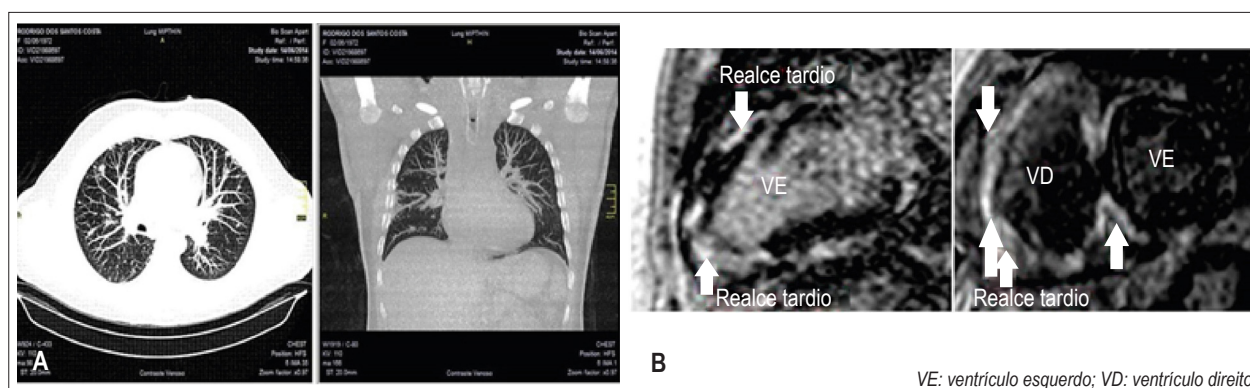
(A) Tomografia computadorizada de tórax mostrando múltiplos linfonodos, nódulos perilinfáticos e mediastinais e espessamento intersticial peri-brônquico. (B) Realce tardio comprometendo difusamente o ventrículo direito e vários segmentos do ventrículo esquerdo, além de expressivo comprometimento septal.
